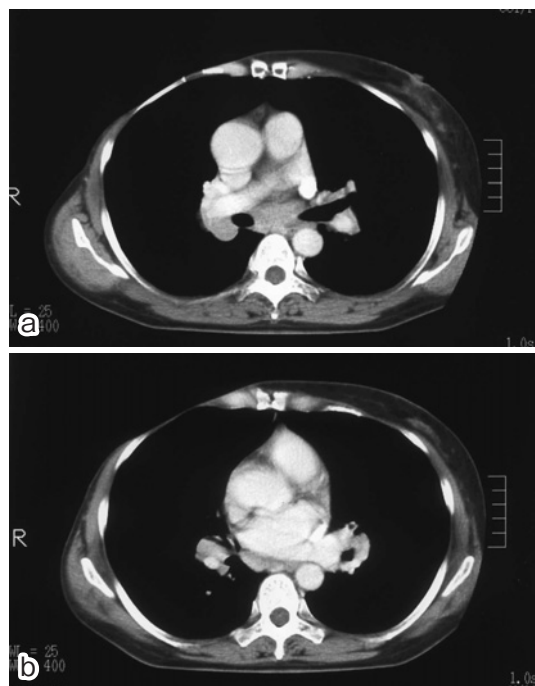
Chest CT scan of the chest shows hilar-mediastinal lymphadenopathy 7 years previously.
